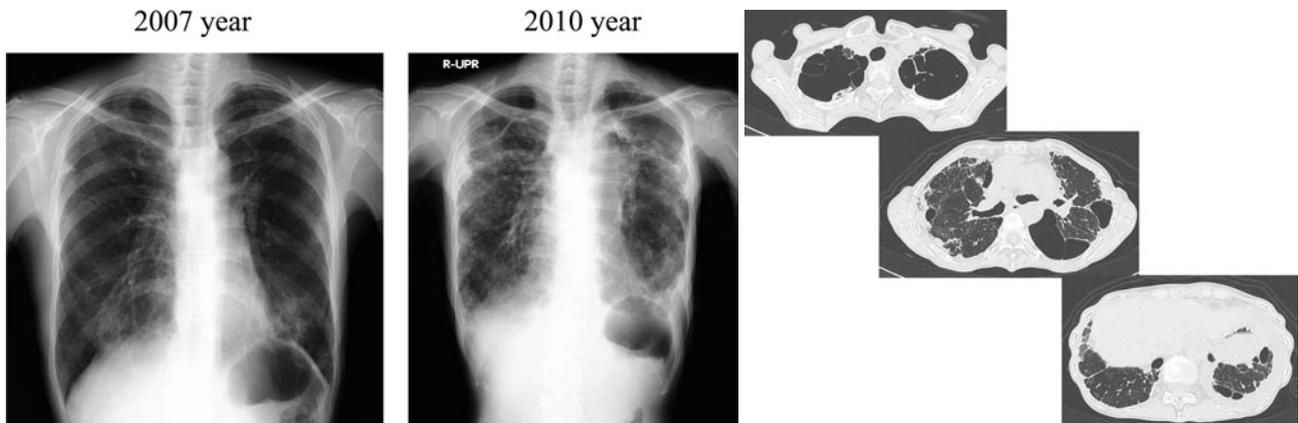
Chest X-ray film at admission showing progressive volume loss in upper lobes and peripheral infiltrative shadows. HRCT showing irregular consolidation in the bilateral subpleural zone with many bullae in the bilateral apex and upper lobes. No honeycombing was observed.
